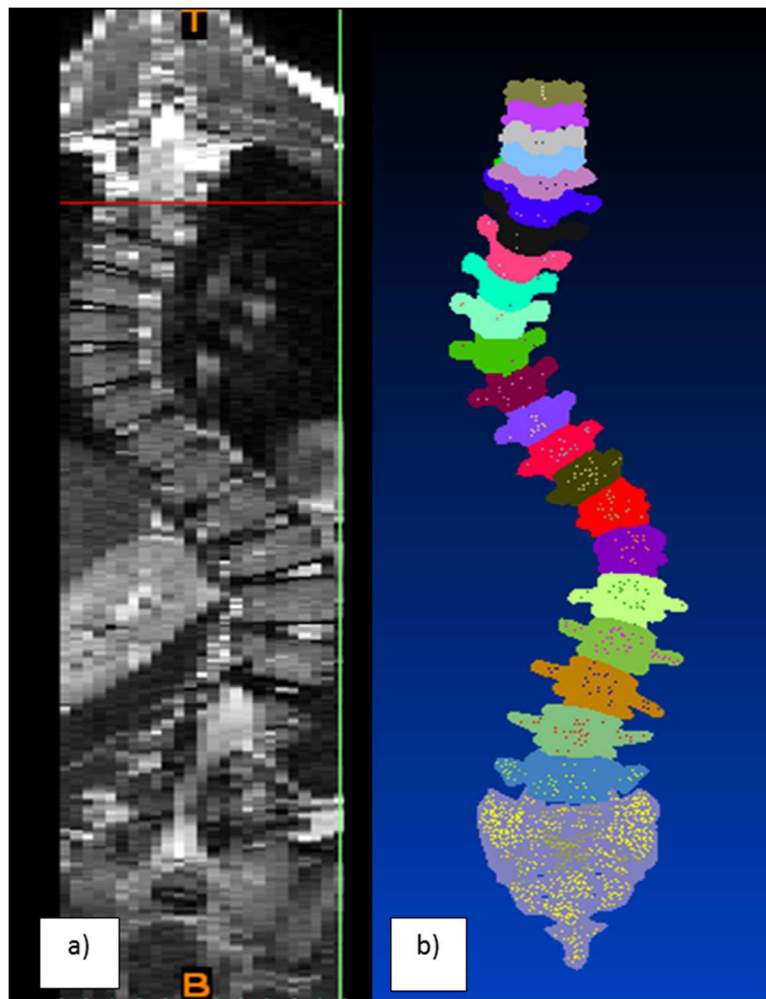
Modelo 3D da coluna com EIA. a) Imagem TC da coluna vertebral da paciente com EIA; b) Modelo 3D criado.
